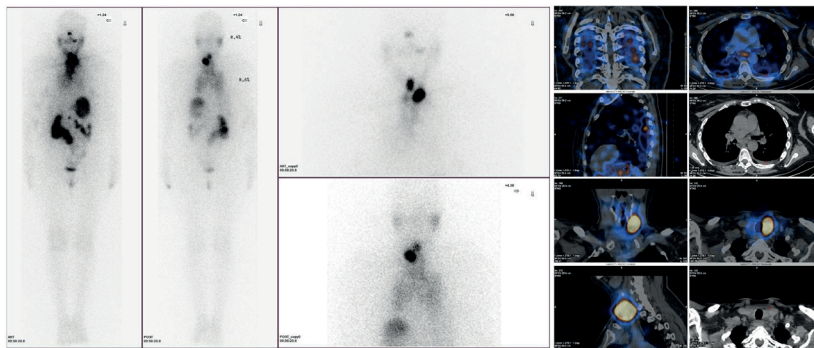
Посттерапевтическая скинтиграфия + однофотонная эмиссионная компьютерная томография, совмещенная с компьютерной томографией
